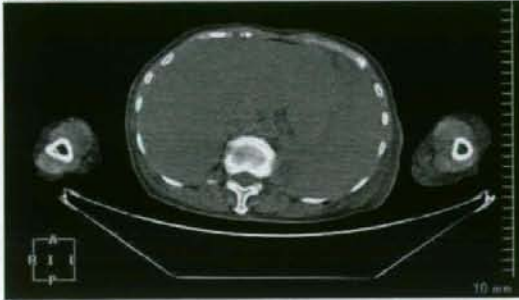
死後 CT 像。著明な肝、脾の腫大が見られるが、腫瘍の存在は指摘しえない。
